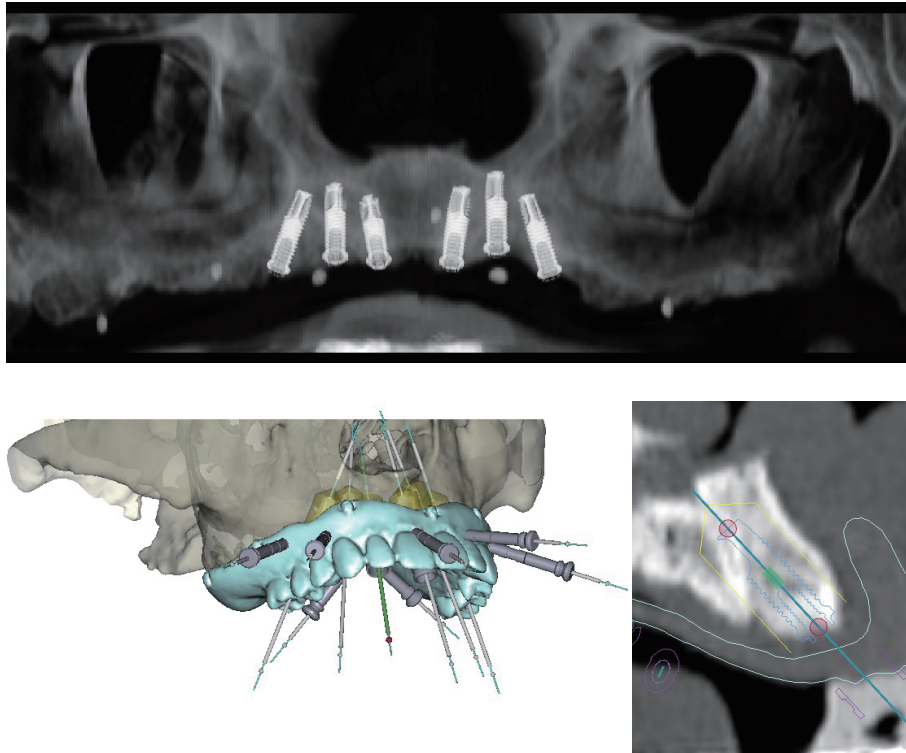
歯科インプラント埋入のシミュレーションソフトウェアを使用し、CTのDICOMデータとガイドサージェリーを示す。シミュレーションしたパノラレントゲン（上）、デジタルにてシミュレーションした補綴計画（左下）、CTのDICOMデータにより上顎前歯部の歯科インプラント埋入の位置を計画（右下）。
